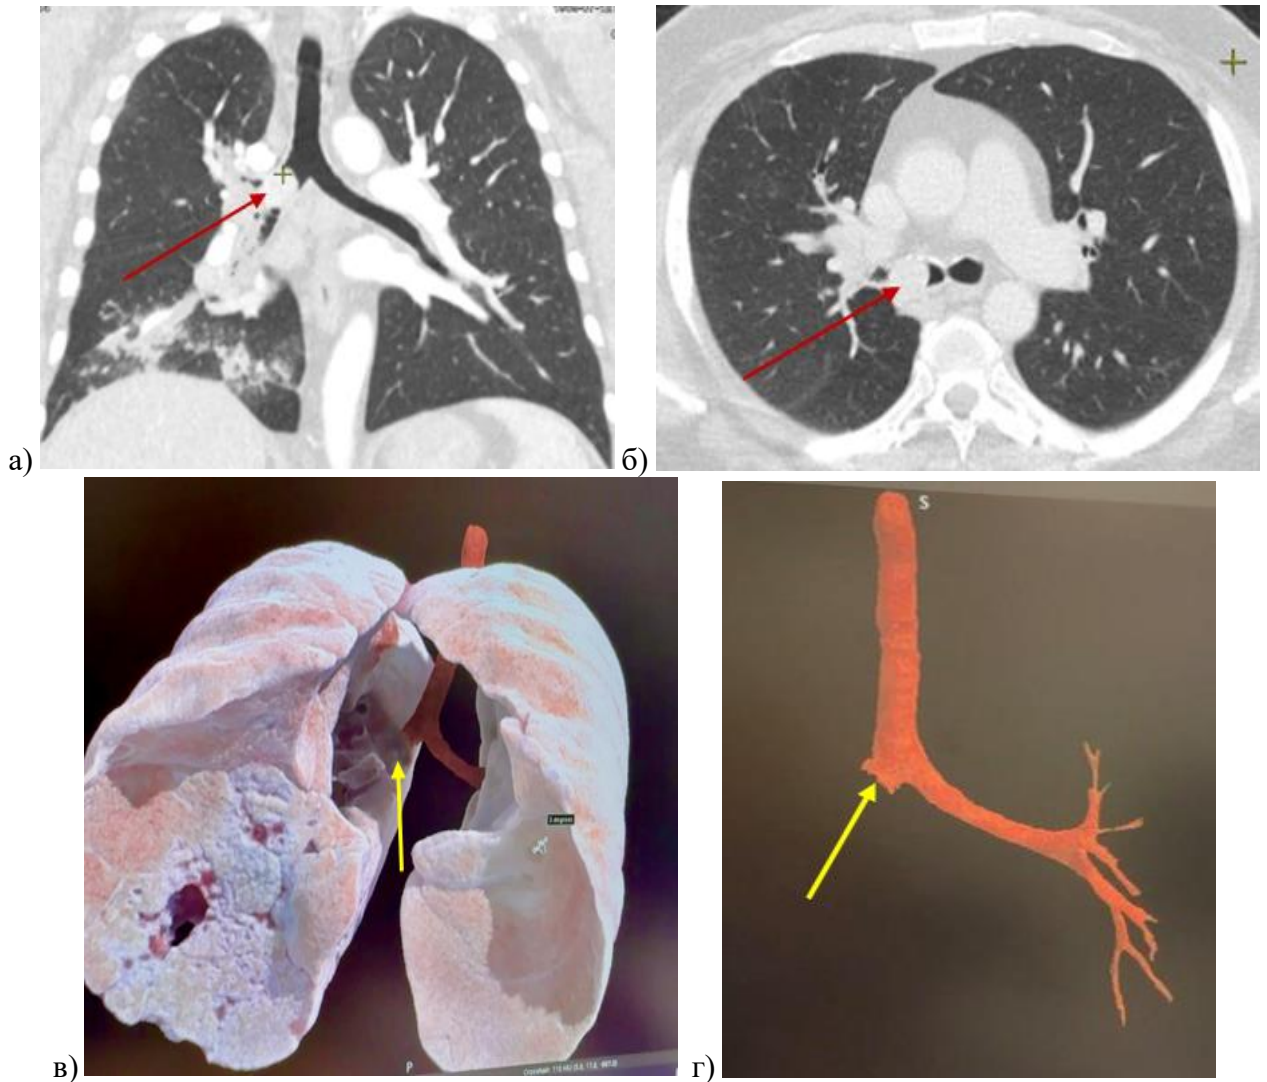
Пациент К., 48 лет - МСКТ органов грудной клетки. Центральный карциноид правого главного бронха размером 25x24 мм (образование указано стрелкой): а - фронтальный; б - аксиальный срез; в, г - 3D КТ моделирование бронхиального дерева до хирургического лечения: в области образования программа распознает как дефект стенки бронха с его обрывом
